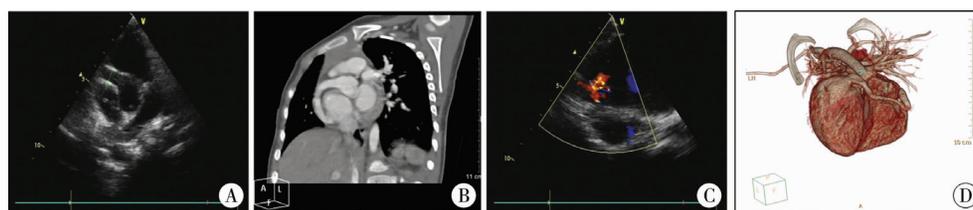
先天性冠状动脉瘘患儿超声心动图和心脏 CT 表现 A、B、C 均为右冠右室瘘病例, A: 可见右冠状动脉明显扩张; B: 可见冠状动脉在右室内的瘘口; C: 可见右冠主干全程不均匀扩张, 右冠主干远端与右心室连接; D: 为右冠左室瘘病例, 显示扩张的右冠与左心室连接。
